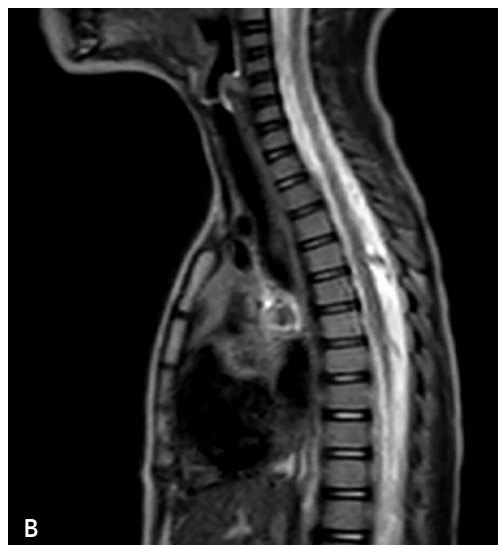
A) Tomografía computarizada torácica muestra lesión paraesofágica ovoidea con calcificación excéntrica y efecto compresivo sobre esófago y tráquea, sugestiva de quiste mediastínico. B) Resonancia magnética con lesión bilaminar paraesofágica y paratraqueal que realza con gadolinio, compatible con quiste de duplicación esofágica colapsado y responsable de dilatación retrógrada del esófago proximal.
